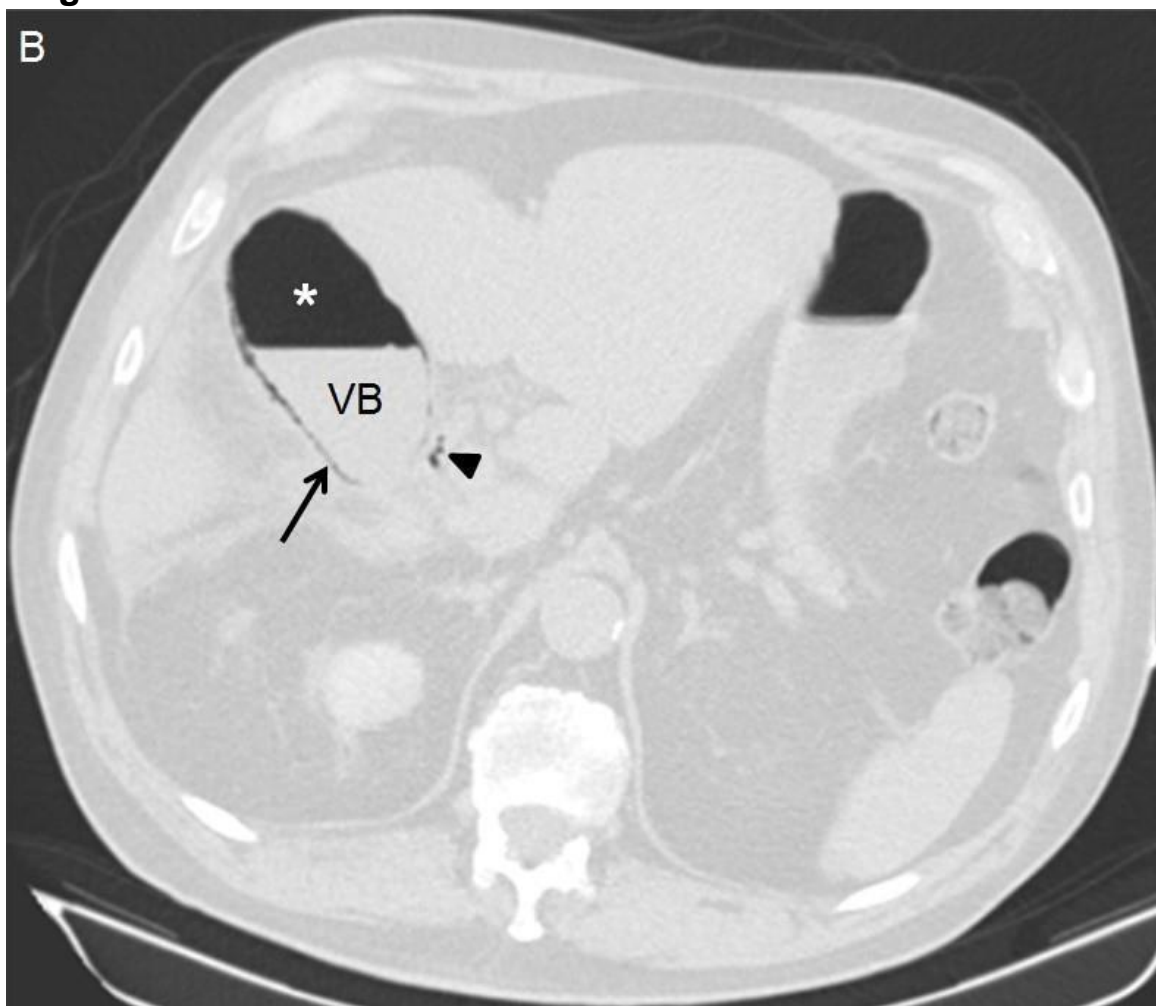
Tomografia computadorizada (TC) em corte axial, janela de parênquima pulmonar, evidencia uma vesícula biliar (VB) hiperdistendida, com paredes espessadas e conteúdo gasoso parietal (seta fina) e no seu interior (asterístico). Extensão do conteúdo gasoso para o ducto cístico (cabeça de seta).
